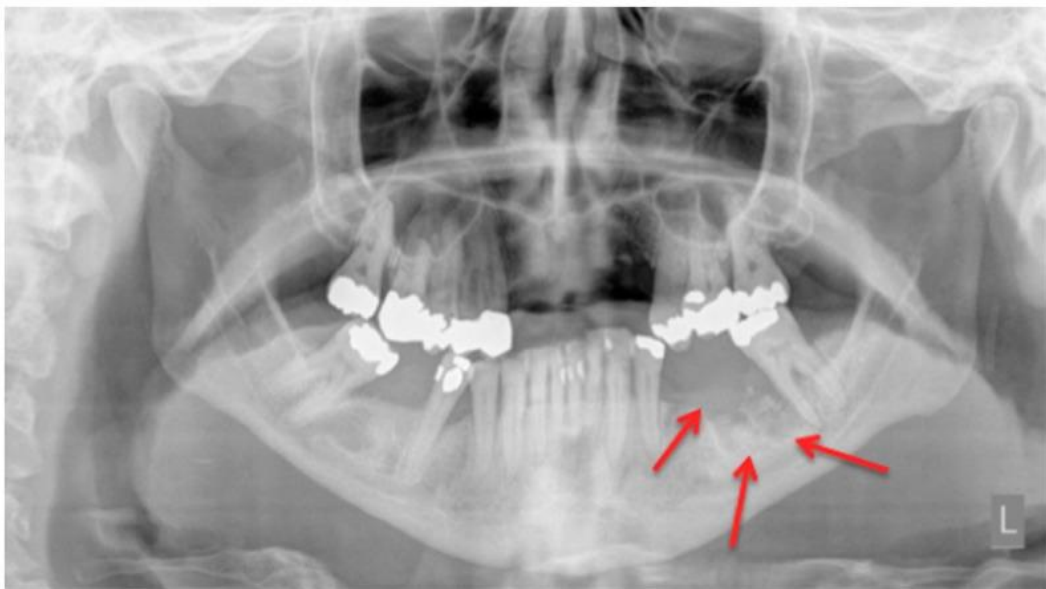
Ortopantomografía, paciente de 48 años, femenino. <sup>(1)</sup>
